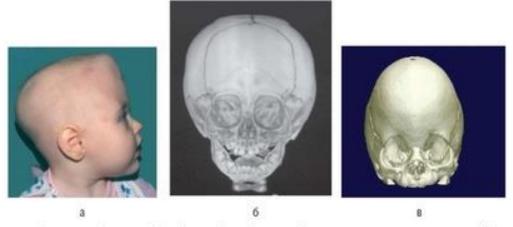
Метопический синостоз (тригоноцефалия): а — фото больного; б, в — компьютерная томограмма, 3D-реконструкция
